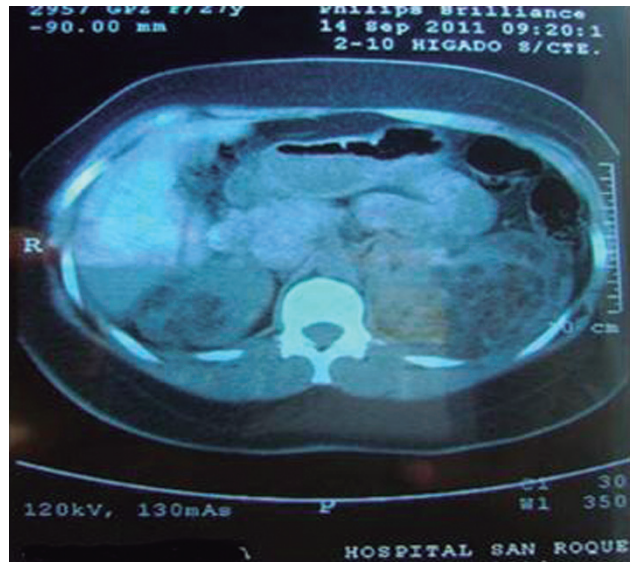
TAC de abdomen sin contraste concordante con angiomi-lipomas renales.
